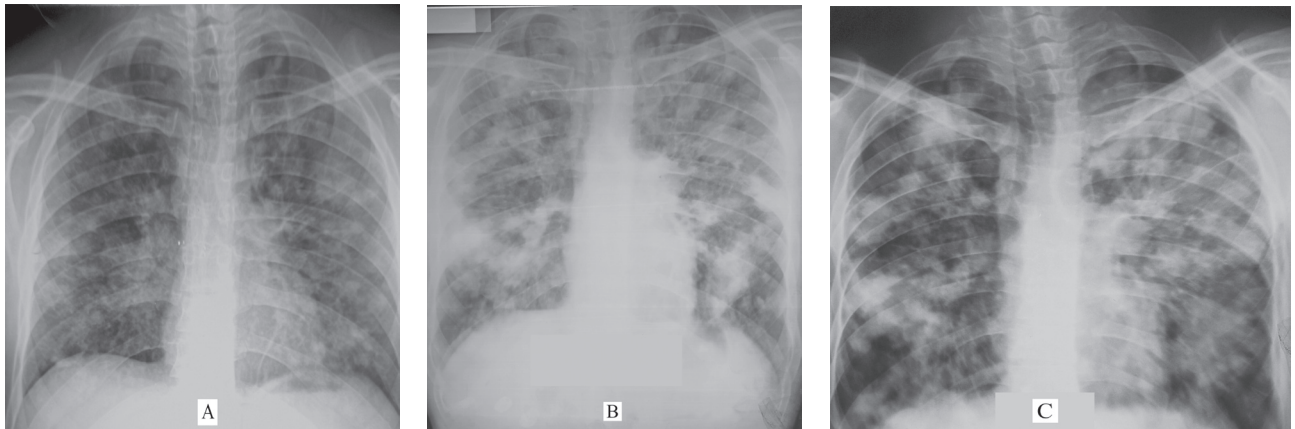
A. Radiografia cutiei toracice la 2 luni de tratament antituberculos B. Radiografia cutiei toracice la 6 luni de tratament antituberculos C. Radiografia cutiei toracice la 10 luni de tratament antituberculos
